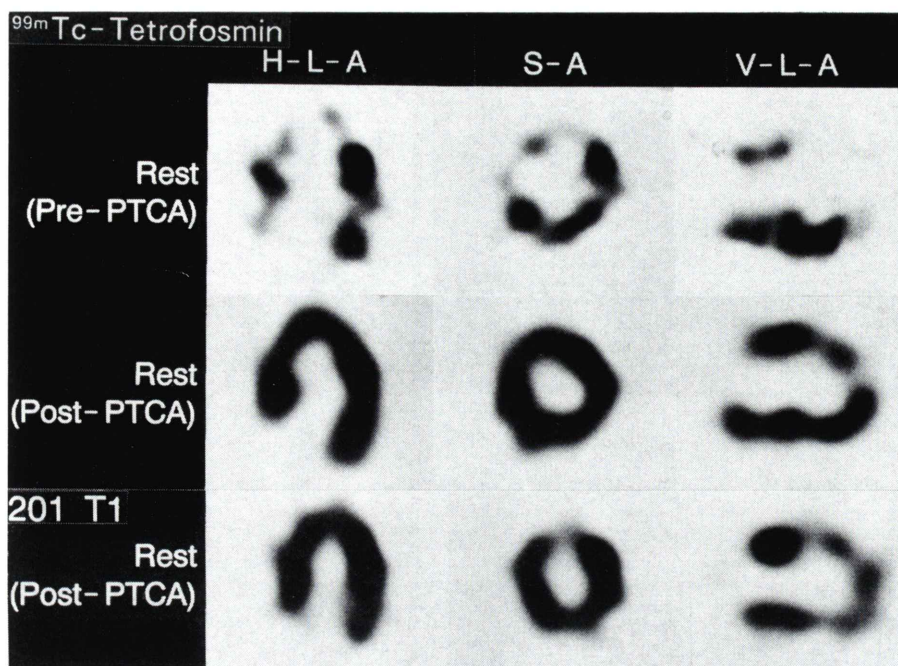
Pre- and post-PTCA myocardial scintigraphy using ^{99m}Tc -Tetrofosmin in a patient with unstable angina pectoris. Emergency rest study (upper row), follow-up study (middle row) and comparison with ^{201}Tl SPECT (lower row).
